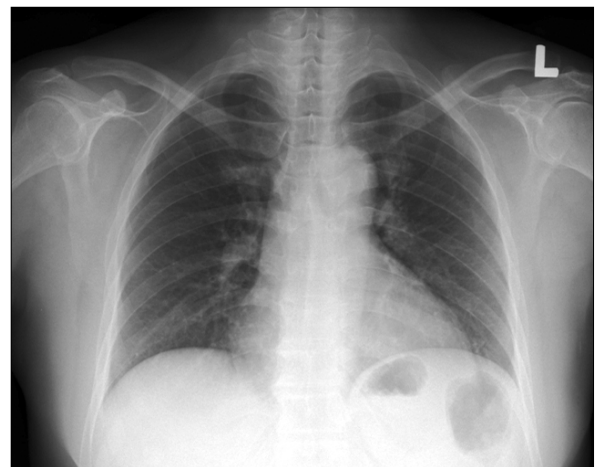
Follow up chest X-ray indicated resolution of previous infiltration.
